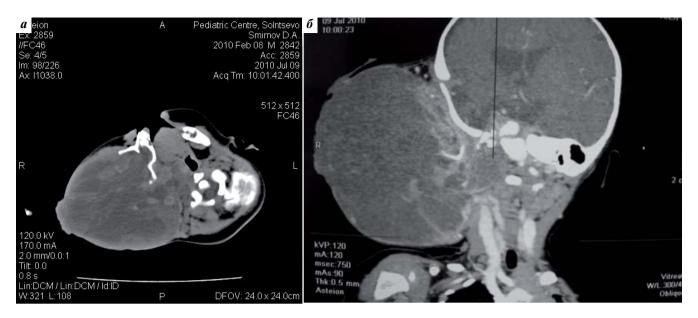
Данные компьютерной томографии: а — на аксиальных срезах выявляется гигантских размеров опухоль, занимающая практически всю правую половину лица, вызывающая деструкцию латеральной стенки гайморовой пазухи и полностью выполняющая последнюю. Опухоль распространяется парафарингеально; б — на коронарных срезах выявлено, что опухоль распространяется кверху до основания черепа, оттесняя магистральные сосуды медиально и кзади. Признаков распространения опухоли не обнаружено
